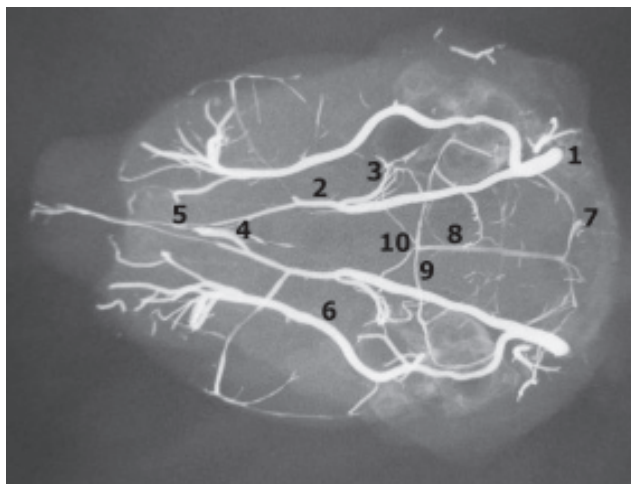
Артерії головного мозку щура. Фото з рентгеноангіограми. Вертикальна проекція. Внутрішня сонна артерія, шийний відділ – 1, парна назальна сполучна артерія – 2, середня мозкова артерія – 3, постхіазматичні комунікантні гілки назальної сполучної артерії – 4, непарна назальна мозкова артерія – 5, клиноподібно-піднебінна артерія – 6, хребцева артерія – 7, основна артерія – 8, кaudальна мозкова артерія – 9, кaudальні комунікантні гілки – 10.
